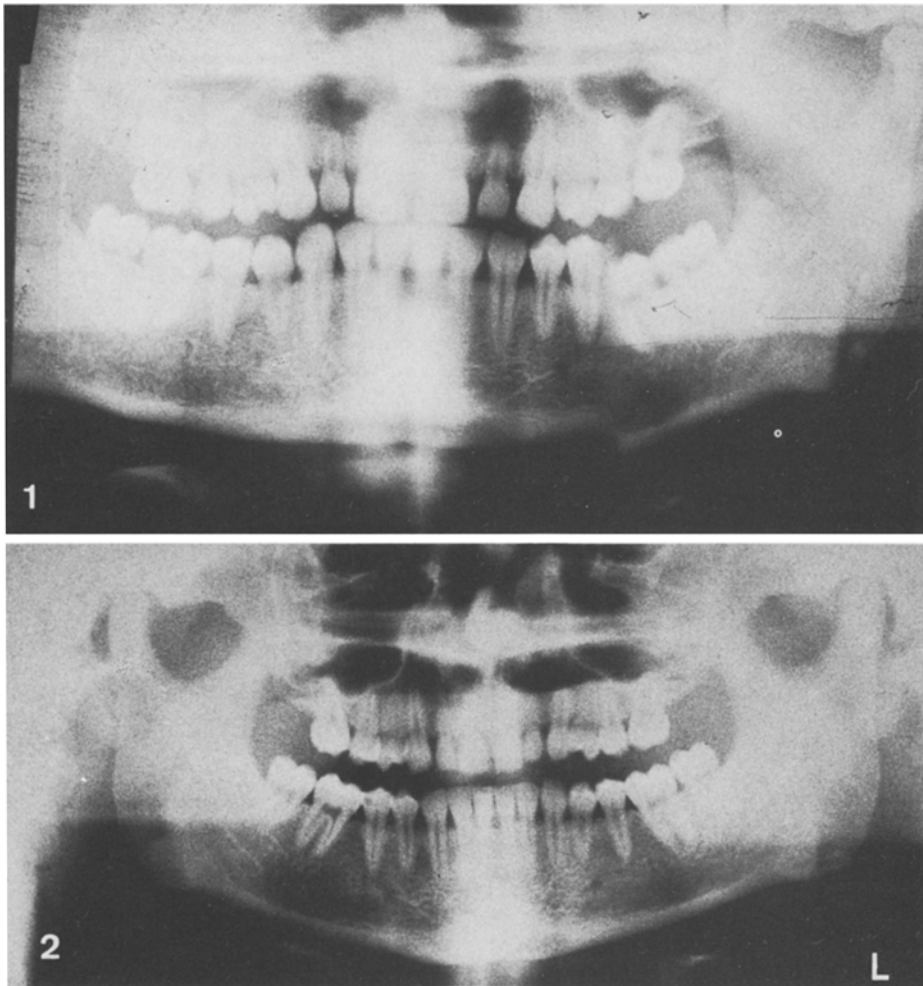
Orthopantomographische Panoramaaufnahme mit deutlicher Stufenbildung in der linken Unterkieferhälfte
